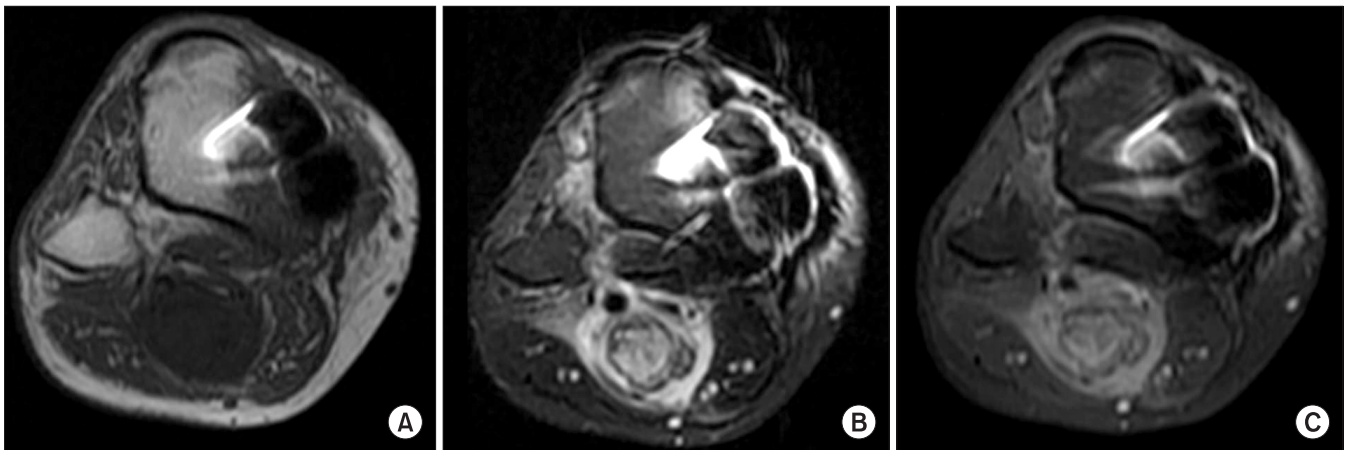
Preoperative magnetic resonance image shows 3×2.5×2 cm sized tumor arising from tibial nerve in popliteal region. (A) Axial T1weighted MR image shows inhomogeneous low signal intensity. (B) Axial T2 weighted MR image shows heterogeneous high signal intensity. (C) Axial gadolinium enhanced MR image shows heterogeneous enhanced mass.
